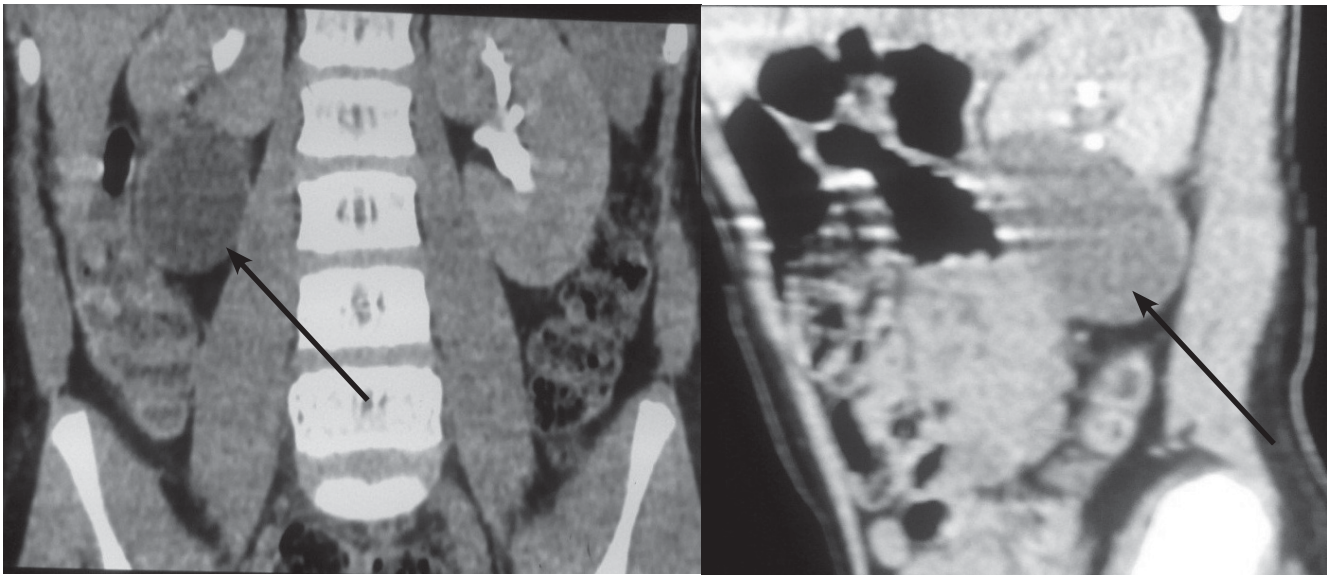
Комп'ютерна томографія з контрастуванням. Кіста нижнього полюсу правої нирки (вказана стрілкою)
